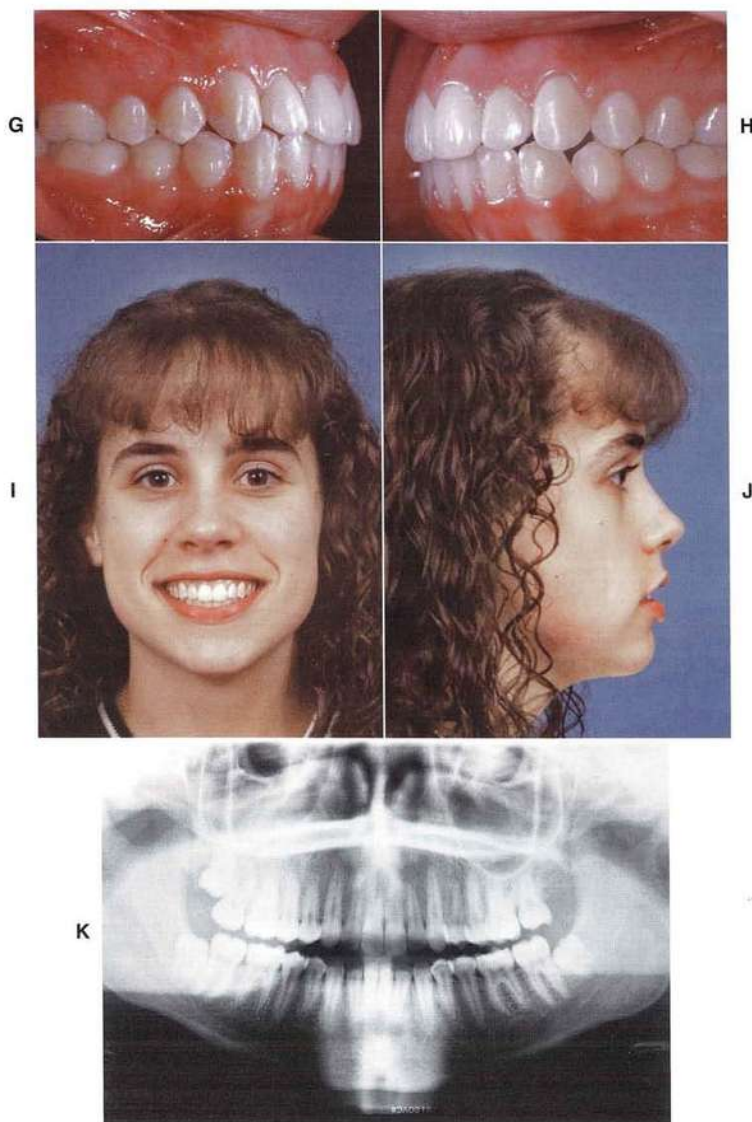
(cont.) G a J, Posttratamiento. Obsérvese la mejora de la línea media dental, así como la corrección de la relación molar. K, Radiografía panorámica obtenida tras el tratamiento; puede verse que el tercer molar superior izquierdo reemplazará al segundo molar extraído. Como era de esperar, se produjeron cambios cefalométricos mínimos, sin ningún crecimiento.
